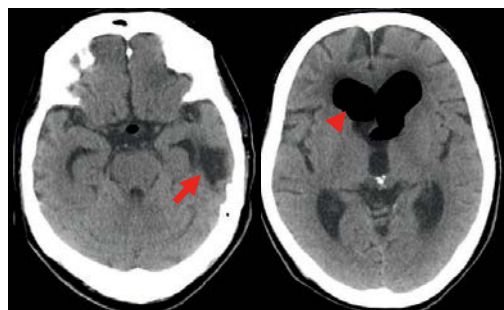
Computed tomography scans obtained at 7 days after those in Figure 1 revealed a porencephalic cyst (arrow) and air in both lateral ventricles (arrow head).
